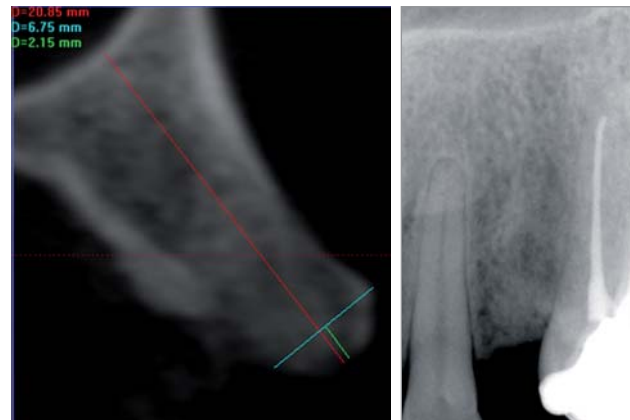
Die präoperative radiologische Diagnostik mit Einzelzahnaufnahme und digitaler Volumentomographie zeigt einen Niveauunterschied vom höchsten lingualen Knocheniveau bis zur fazialen Prominenz von mehr als 2 mm.
